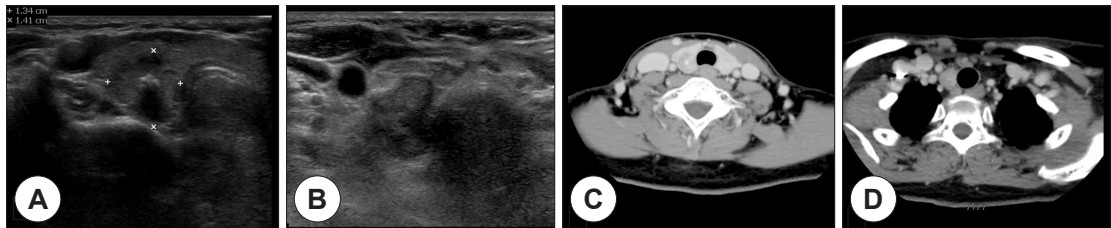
Preoperative ultrasonography images show (A) irregular margin, hypoechoic solid mass with macrocalcification in the right thyroid, and (B) irregular margin, hypoechoic metastatic lymph node at the right level 6. Preoperative neck computed tomography images show (C) thyroid heterogenous enhancing mass, and (D) right level 6 metastatic lymph node.
